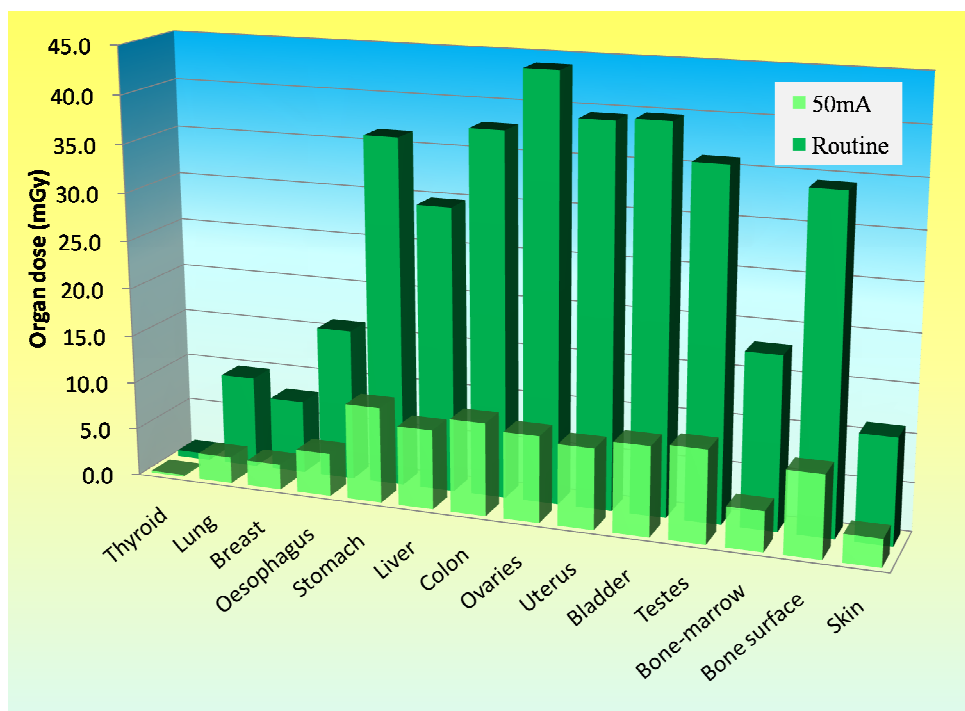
Comparison of organ doses in routine and low-dose CT-Colonography.
